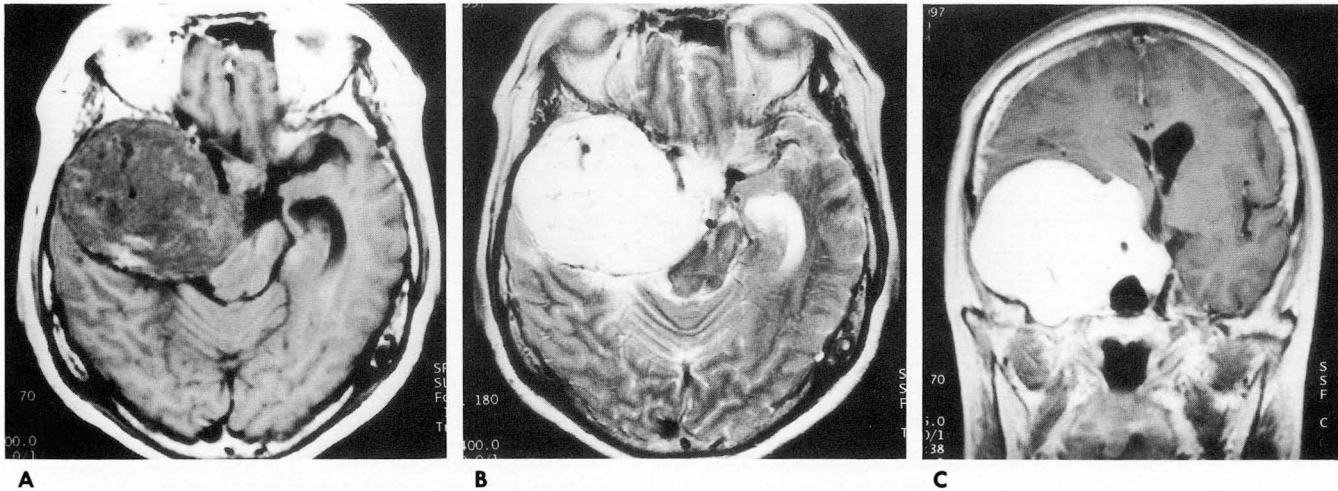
MR imaging of the brain
